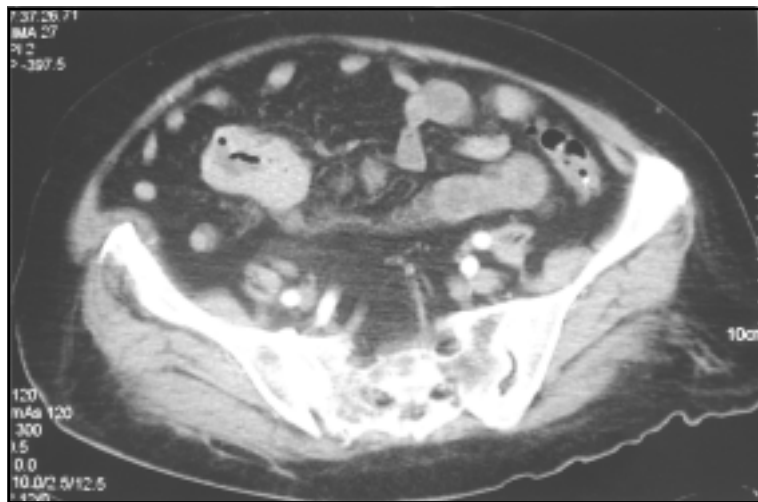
TC abdominopélvica que muestra lesión sólida del tercio distal del íleon, con engrosamiento de la pared y extensión al mesenterio.
